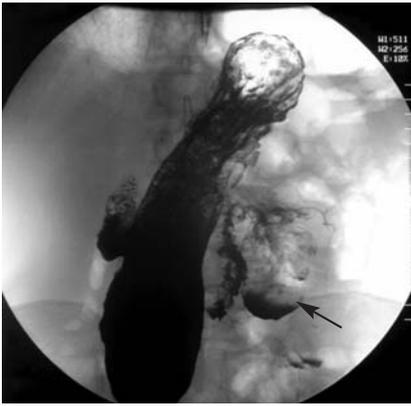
Энтерография: пассаж бария по тонкой кишке. На рентгенограмме визуализируется гигантский дивертикул дистальных отделов ДПК (стрелка)
